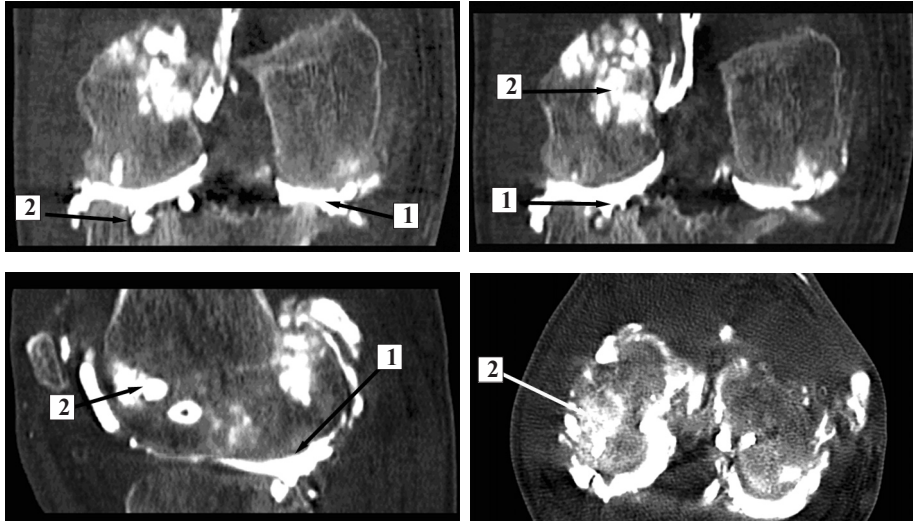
Фотовідбитки фронтальної й сагітальної МПР і аксіальна томограма: 1 — відсутність візуалізації суглобового хряща й менісків у пацієнта з артрозом, що формується, після перенесеного туберкульозного гоніту; 2 — запливи контрасту в множинні узурі та кісти, що з'єднуються з порожниною суглоба, суміжних відділів стегнової та великогомілкової кісток
